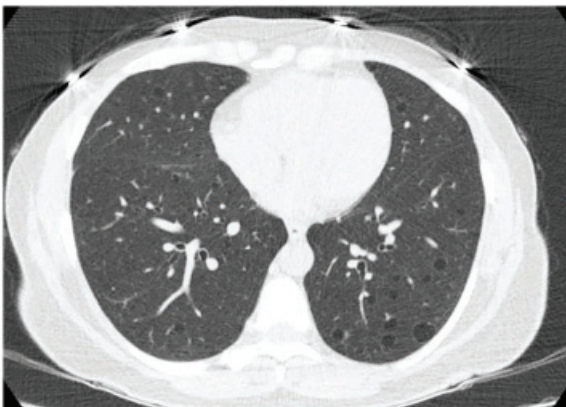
КТ ОГП (аксіальний зріз) з архіву за 2020 рік
